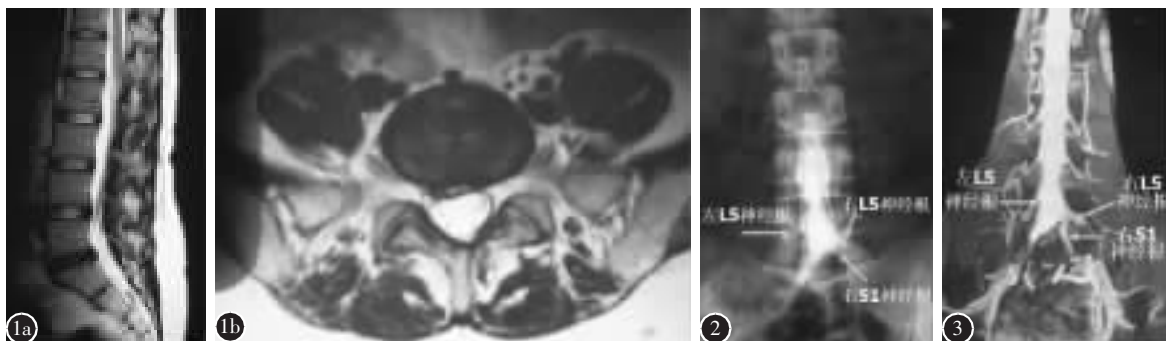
术前 MRI 矢状面(a)和横断面(b)T2 加权像示 L5/S1 椎间盘向右后方突出, 压迫神经根和硬膜囊 图 2 脊髓造影正位片显示右侧 L5 神经根根袖部较左侧低, 疑似神经根畸形 图 3 3D-MRI 示右侧 L5/S1 间隙显示结合神经根
